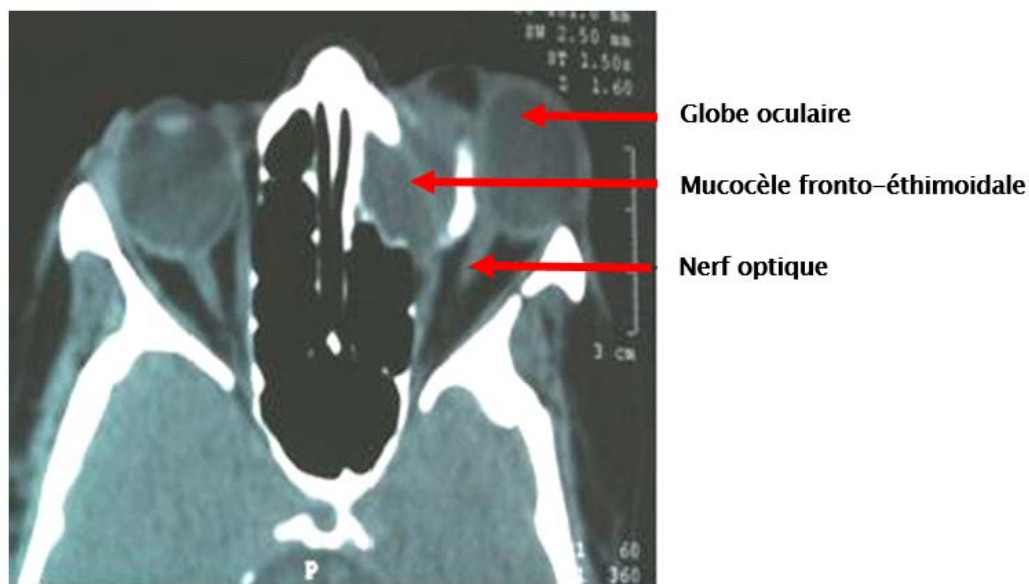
TDM faciale en coupe axiale montrant une mucocèle fronto-éthmoïdale gauche laminant la paroi inférieure de l'orbite avec un refoulement important du globe et du nerf optique.
